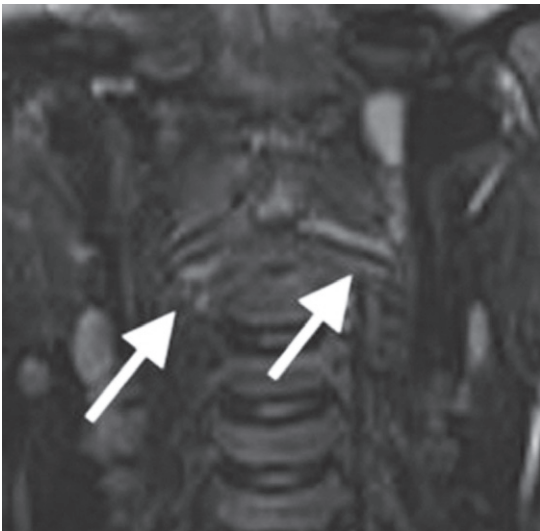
症例 2 の MRI, 脂肪抑制 T2 強調像. 矢印: 高輝度部位
